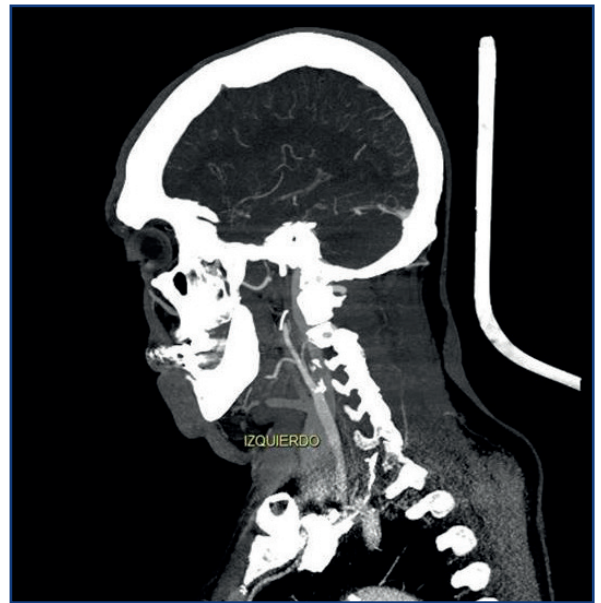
Confirmación de diagnóstico con angio tomografía computarizada de vasos de cuello y circulación intracerebral días con tratamiento médico (atorvastatina 80 mg/días) con leve paresia braquiocrural derecha secuelar.
